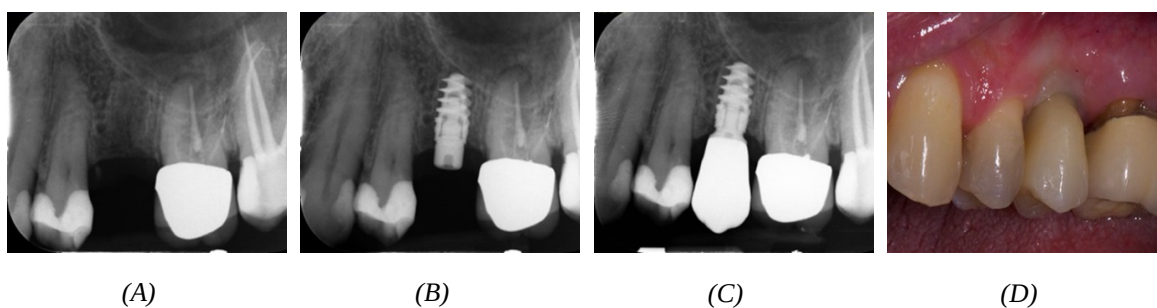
Paziente 2, gruppo a protocollo corto (profilassi a dose singola). (A) Radiografia pre-operatoria; (B) Al momento dell'inserimento implantare; (C) A 6 mesi di guarigione; (D) Fotografia intraorale immediatamente dopo la consegna della protesi definitiva.
